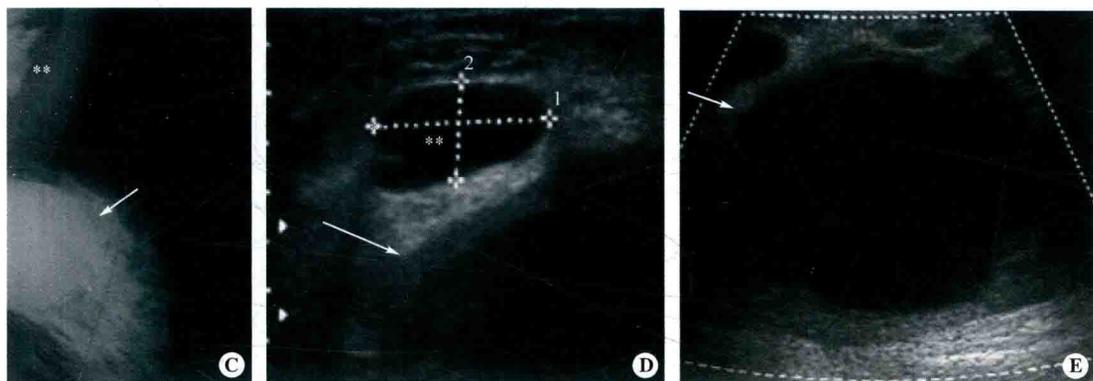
乳腺异常结构的影像实例——X 线与超声的比较
